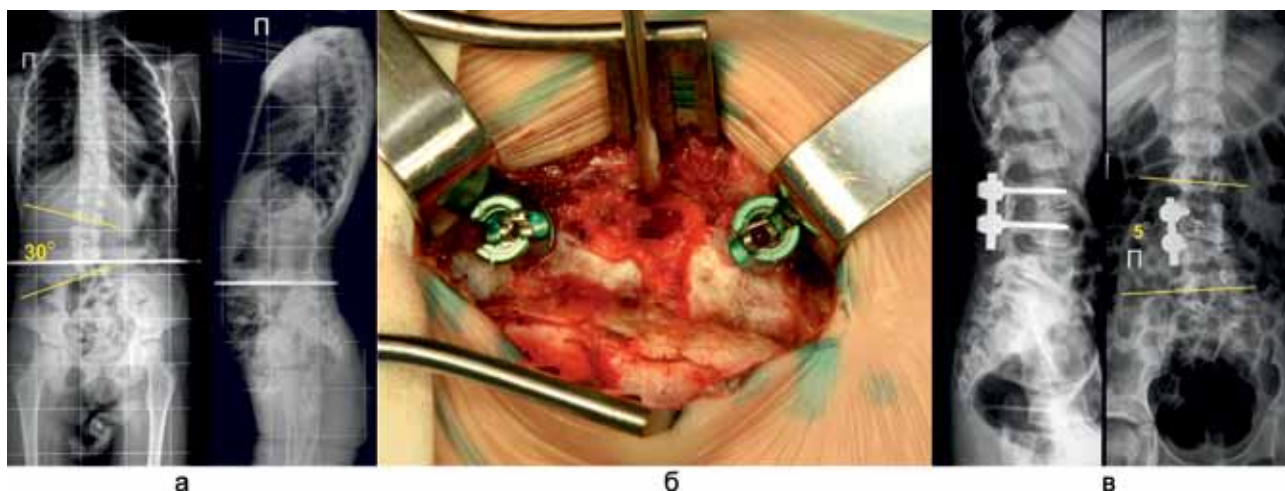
Рентгенограммы и интраоперационное фото пациента 7 лет 4 месяцев с врождённым сколиозом на фоне сверхкомплектного несегментированного полупозвонка L4 справа и нейтральной формы сегментации Th1-Th10. Выполнена экстирпация бокового несегментированного сверхкомплектного полупозвонка L4 справа, коррекция и стабилизация транспедикулярной унилатеральной системой, спондилодез 360°: а – рентгенограммы позвоночника до операции с фронтальным углом Cobb – 30°; б – фото унилатерального педикулярного доступа к телу полупозвонка после резекции полудуги до ее основания; в – рентгенограммы позвоночника после оперативной коррекции деформации
